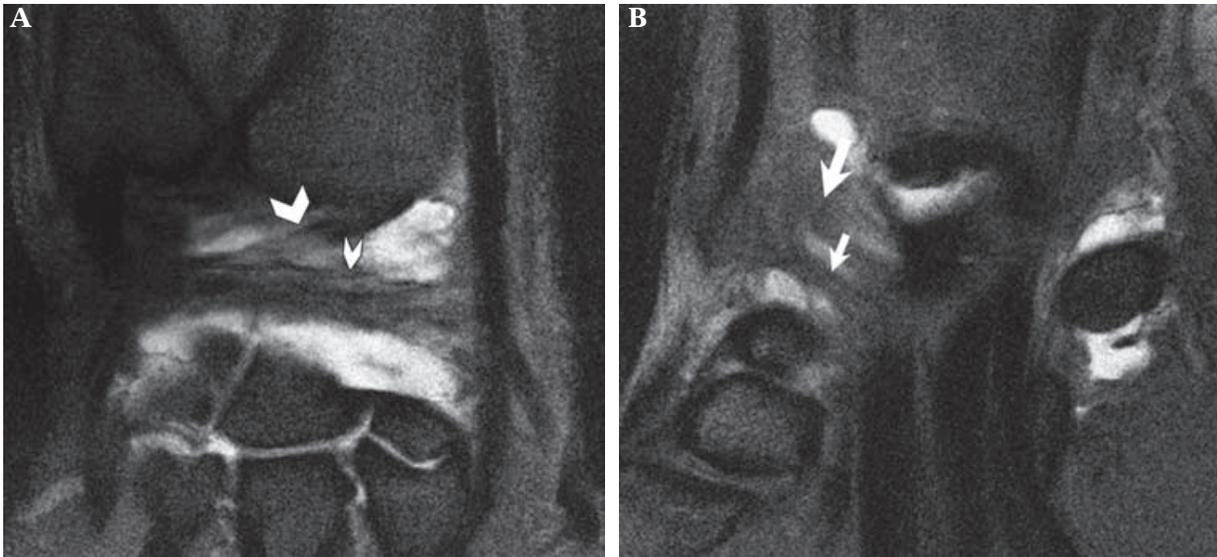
Aspect normal des ligaments capsulaires sur des coupes coronales d'arthro-IRM (séquence coronale T1 écho de spin avec suppression de graisse). Les ligaments dorsaux (A) comprennent les faisceaux radio-carpien (tête de flèche large) et intra-carpien (petite tête de flèche). Les ligaments palmaires comprennent les faisceaux radio-luno-triquétral (flèche large) et radio-scapho-capitatum (petite flèche).
